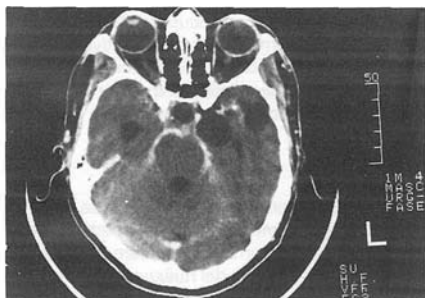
Tomografía craneoencefálica que muestra múltiples imágenes hipodensas en el ESA, que corresponden a quistes y captación intensa de medio de contraste en la cisterna preoptina (a). Después del tratamiento, desaparición de los quistes y disminución notable en la captación del medio de contraste (b)
